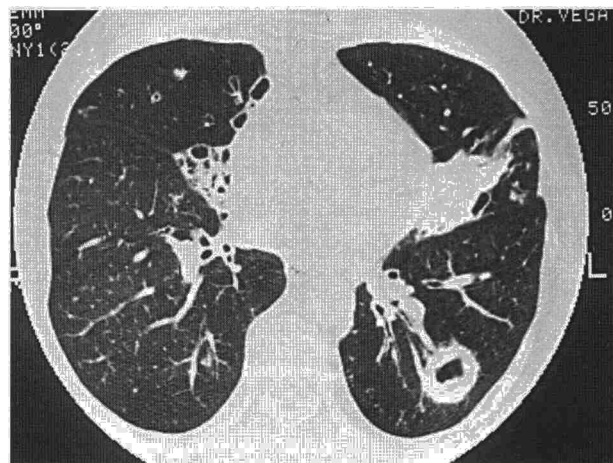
Caso 6. Tomografía axial computarizada de tórax. Cavitaciones bilaterales.
